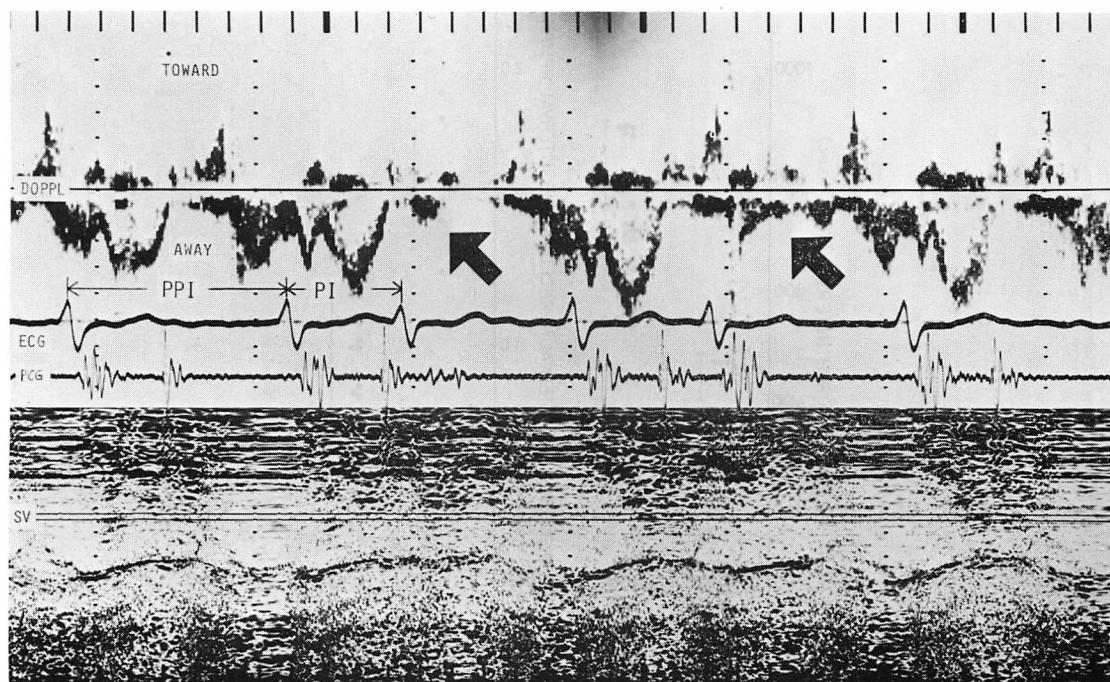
Doppler signals at the outflow tract obtained from a case with atrial fibrillation and central “back flow”.
